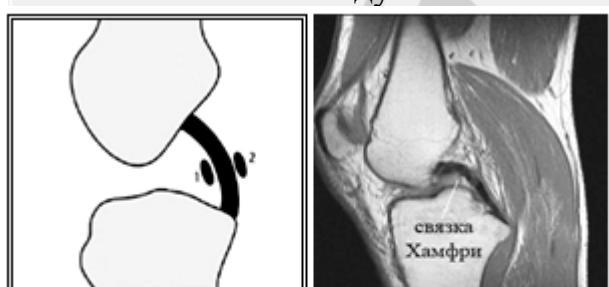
Связка Хамфри на МРТ.
